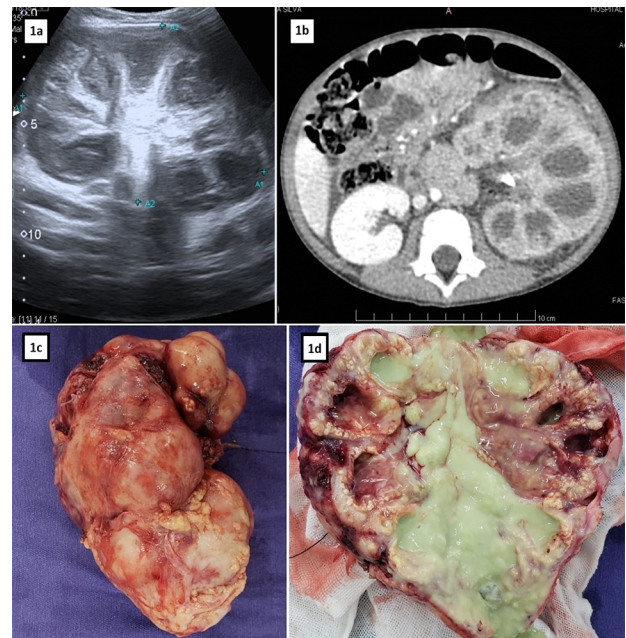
Diagnóstico: 1a. Ultrassonografia de rim esquerdo. 1b. Sinal da “pata de urso” em tomografia computadorizada de abdome. 1c. Macroscopia: peça de nefrectomia esquerda. 1d. Macroscopia: peça de nefrectomia esquerda com corte longitudinal.
